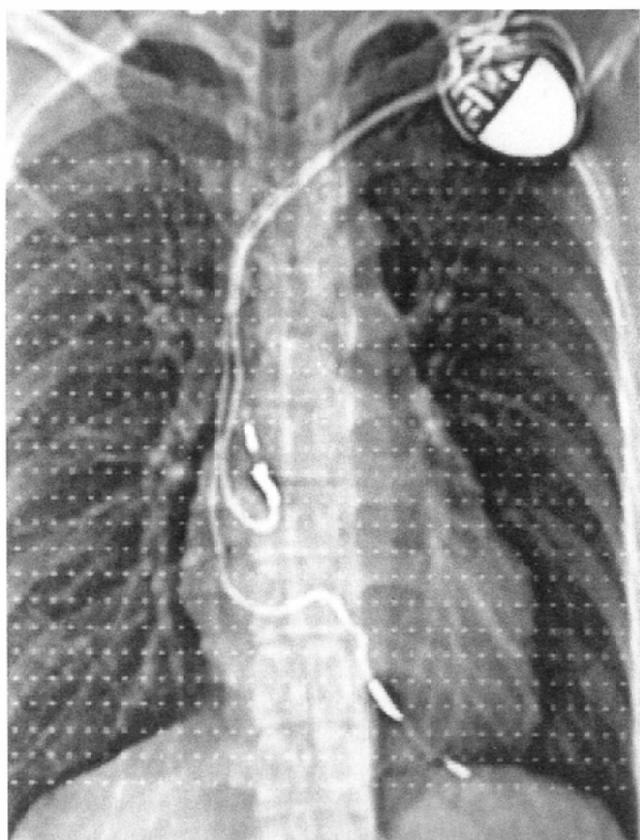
Scanogram of the chest CT shows that the pacemaker is in her left shoulder and the two leads from there go down to the right atrium and right ventricle.
